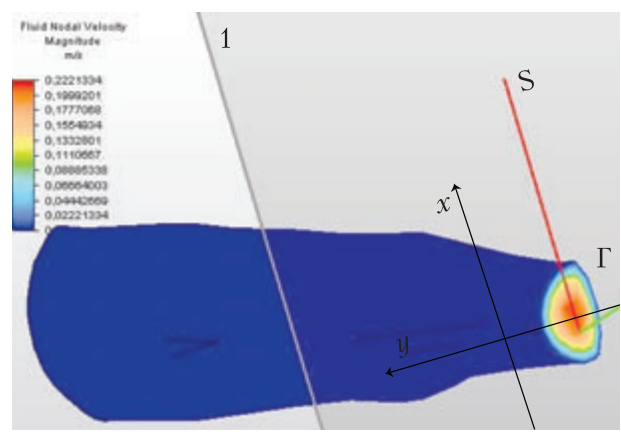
Визначена за результатами 3D-реконструкції МРТ-дослідження форма перетину хребтової артерії в місці її звуження
